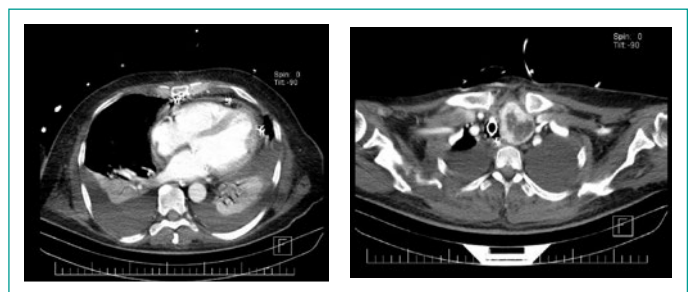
TAC confirmatoria de diagnóstico de mediastinitis.
